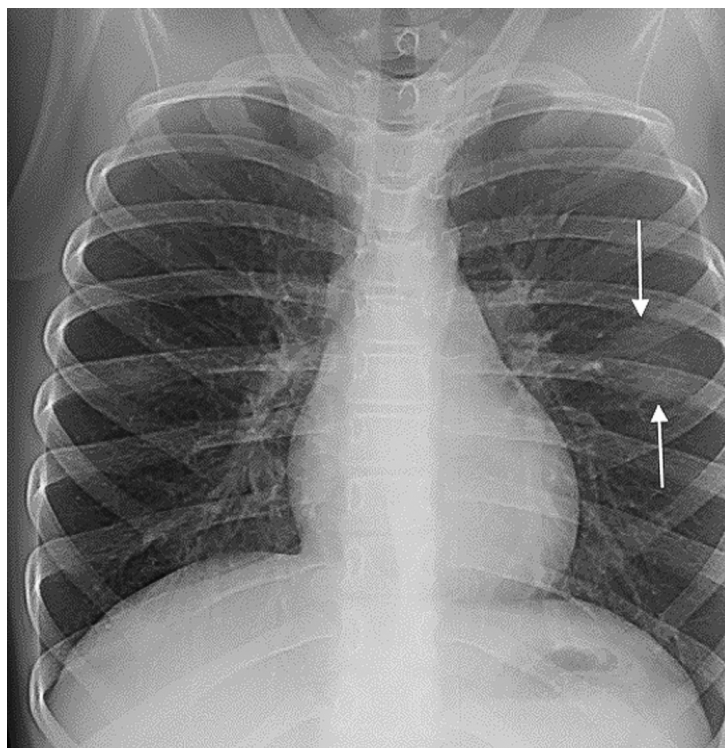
Рентгенограммы органов грудной клетки в передней прямой и правой боковой проекциях. Инфильтрация по типу «матового стекла» слева в S₄
